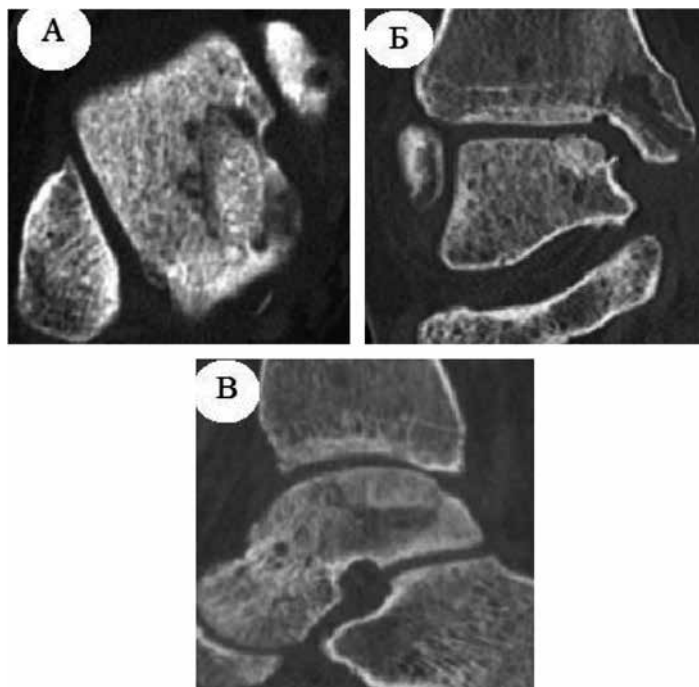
МСКТ правого голеностопного сустава пациентки Д. 14 лет через 12 месяцев после операции (А – аксиальная проекция, Б – коронарная, В – сагиттальная проекции)
